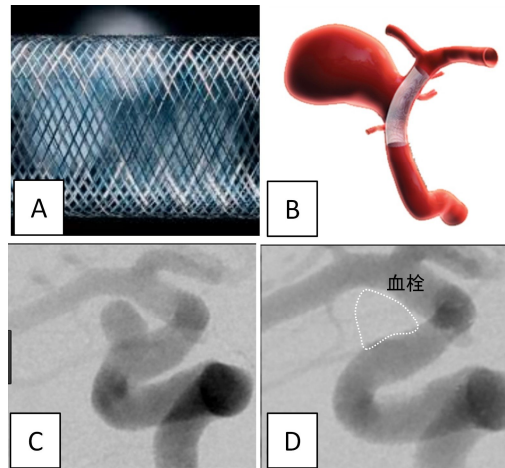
フローダイバーター留置術の説明。フローダイバーター(A)を瘤ネック部に留置し(B)瘤内の流速を低下させることにより瘤を血栓化させる。(C)(D)は造影剤のX線投影図であり、留置前(C)と留置後(6か月後)を示している。6か月後に造影剤が瘤内に流入していないため、瘤内腔は完全に血栓化されている(治療効果有り)。本研究では、この治療効果を術前に予測可能とする医療機器開発を目指している。
